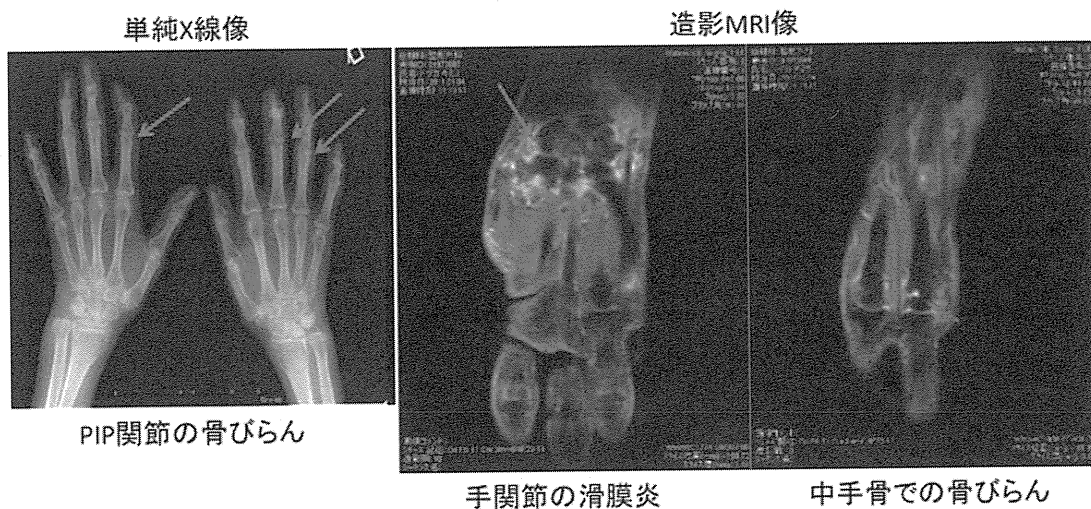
RA の単純 X 線像と造影 MRI 像。
